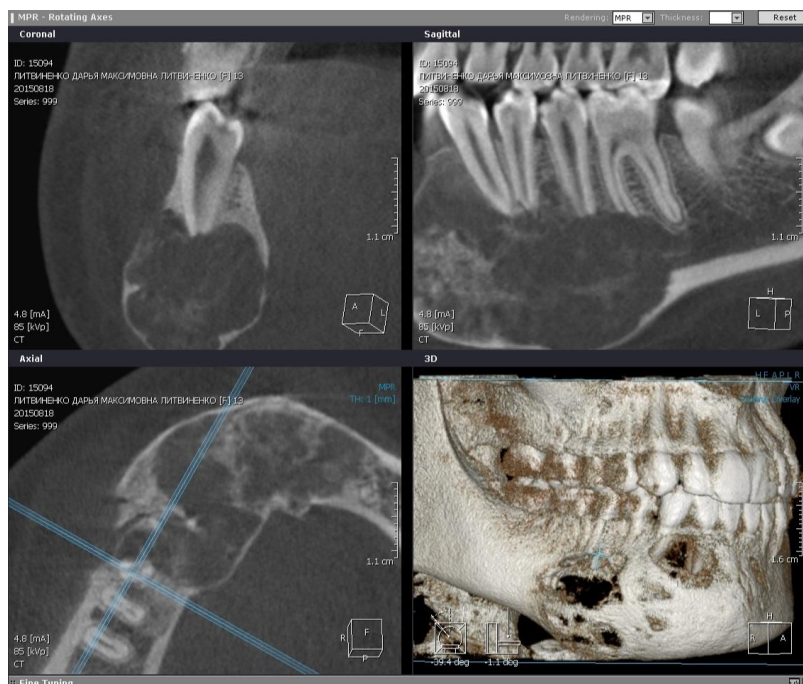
Спиральная компьютерная томография пациентки Л., в возрасте 13 лет – плоскостные срезы нижней челюсти, в проекции расположения опухолевидного образования, и 3D реконструированное изображение
